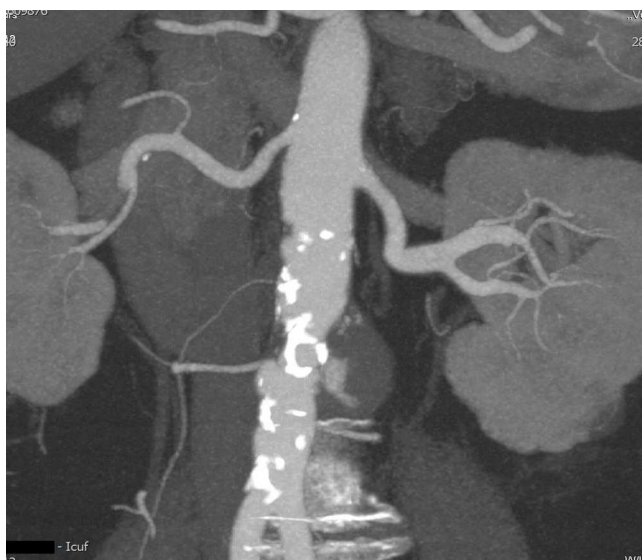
Angio-TC pré-operatória demonstrando o aneurisma aórtico.
